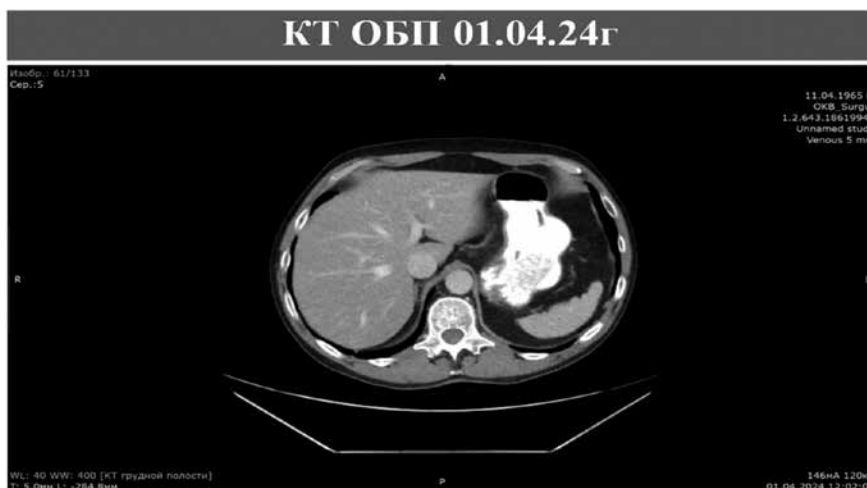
Компьютерная томография органов брюшной полости 01.04.2024 г.
